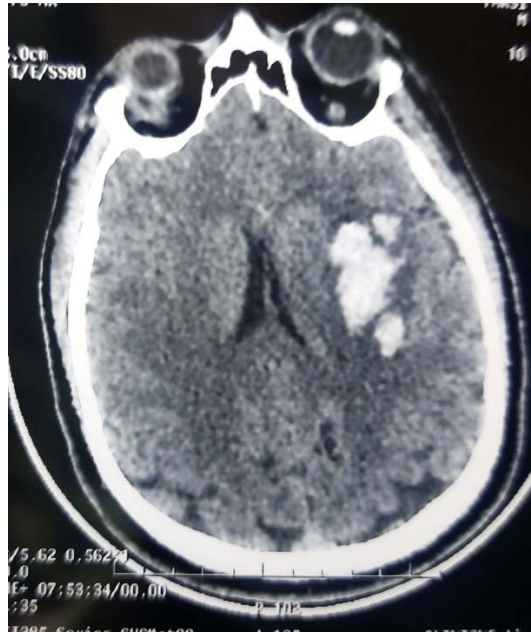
TDM cérébral objectivant un hématome intraparenchymateux temporal gauche compressif sans signes d'engagement
